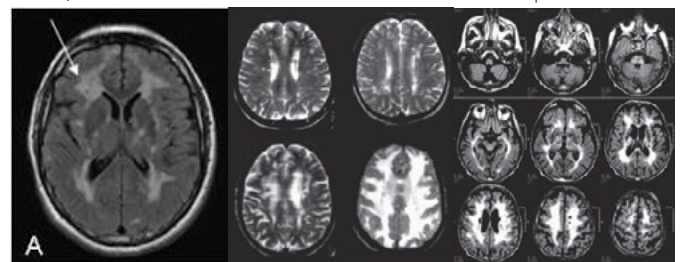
ANGIO-IRM : la démyélinisation de la substance blanche
